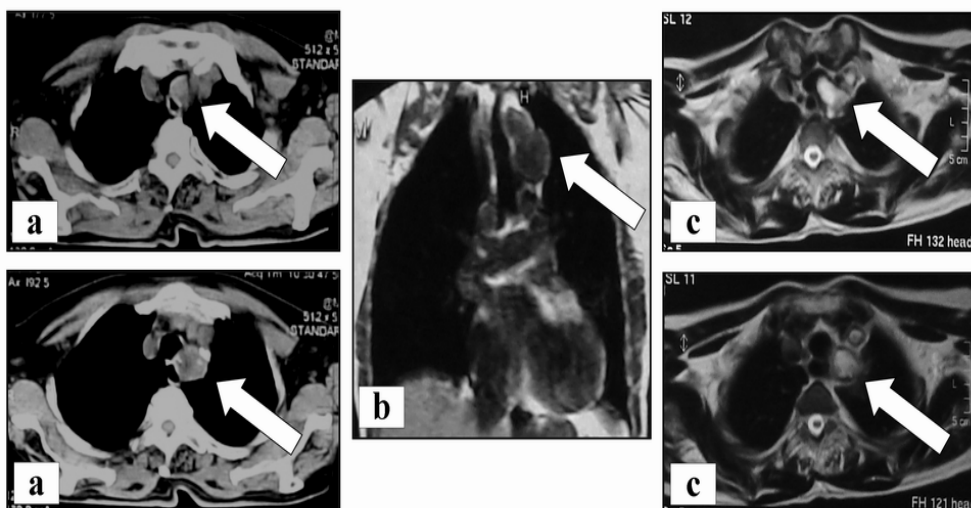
a, b y c. TC y RM, compresión vía aero-digestiva.
